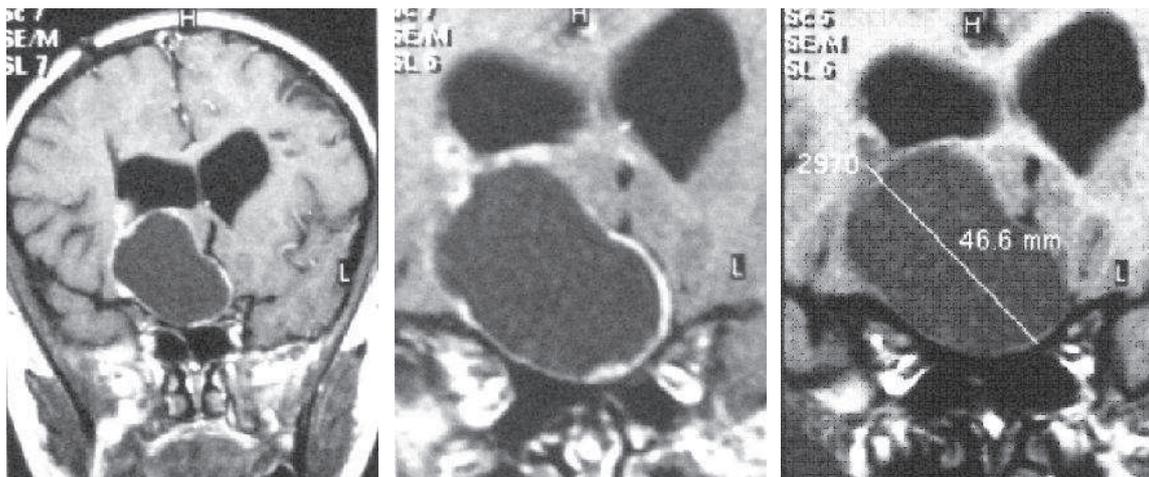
IRM en coupes coronales montrant la tumeur en hypersignal en T1, de siège intra et supra sellaire.
